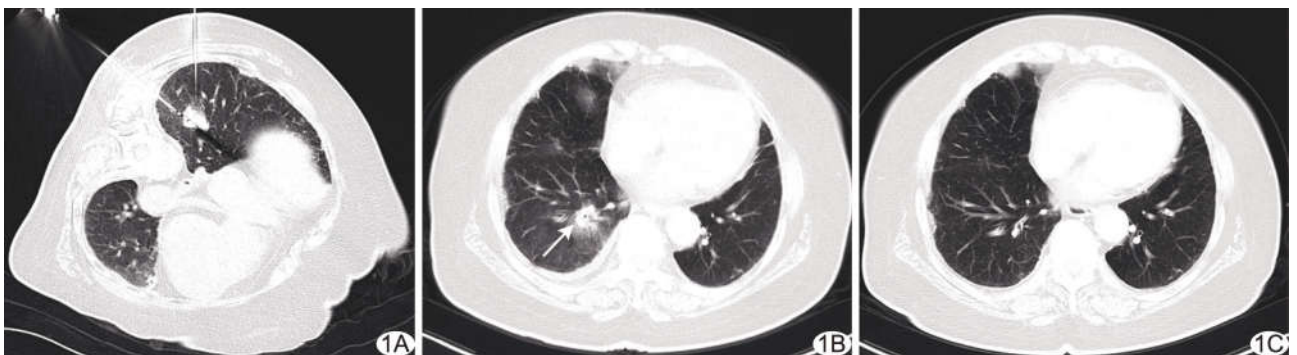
试验组, 患者女, 77 岁, 右肺单发小结节 A. 异穿刺点交叉针道微波消融 (同步交叉法) 前; B. 消融后胸部 CT 显示病灶周缘外出现宽 0.5~1.0 cm 磨玻璃影 (箭), 提示结节消融完全; C. 术后 6 个月 CT 平扫未见病灶
